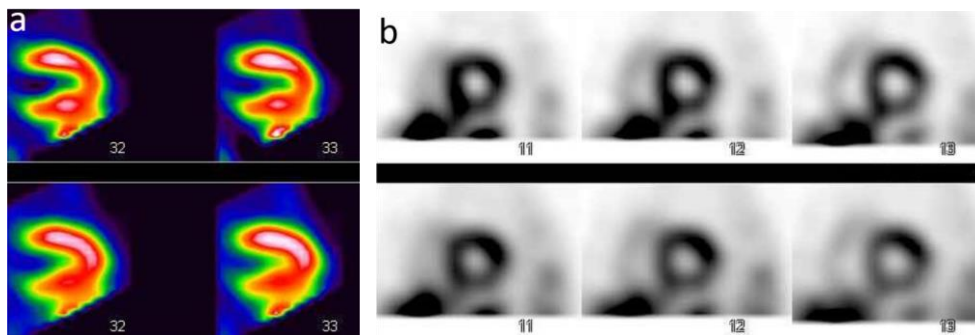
運動負荷心筋シンチグラフィ(Tc-99m製剤) 負荷時SPECT
